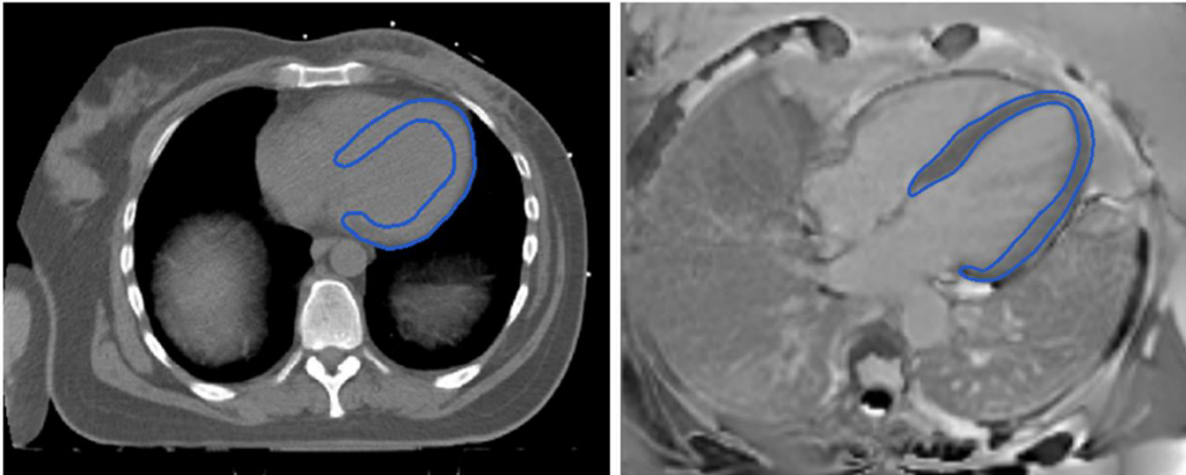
Vergleich Konturierung auf Basis einer CT- (li) bzw. MRT-Aufnahme (re) anhand einer Beispielpatientin
